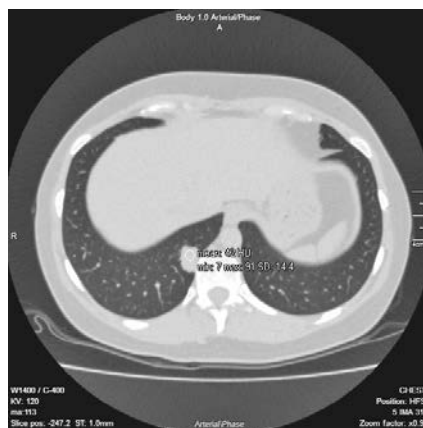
Аксіальний зріз КТ пацієнта В.
